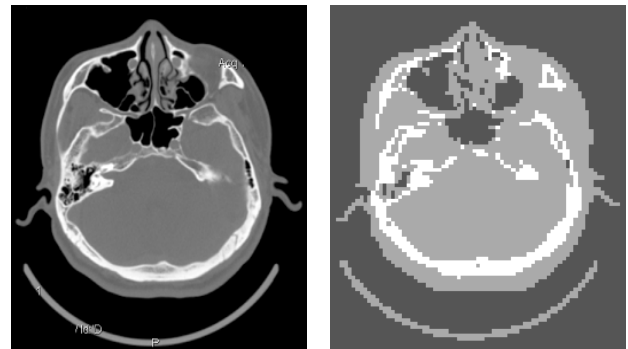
鼻咽部组织的 CT 图像 图 8 图 9 中 CT 图像转换的密度图
